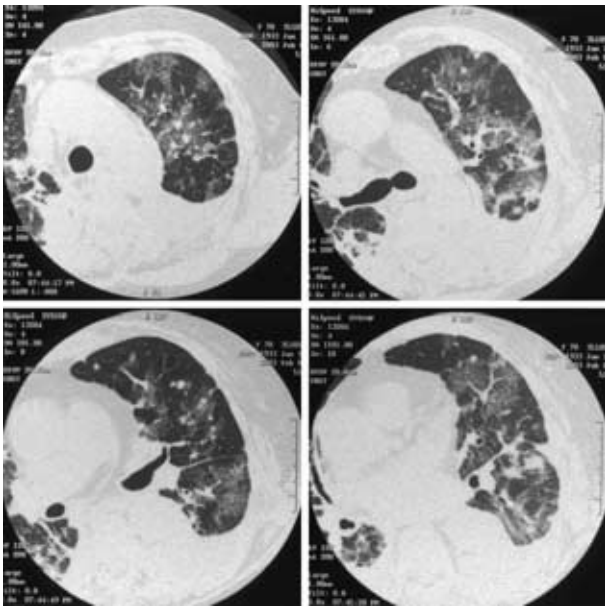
Chest HRCT films (Feb. 7) show marked ground-glass opacity representing interstitial pneumonia.
